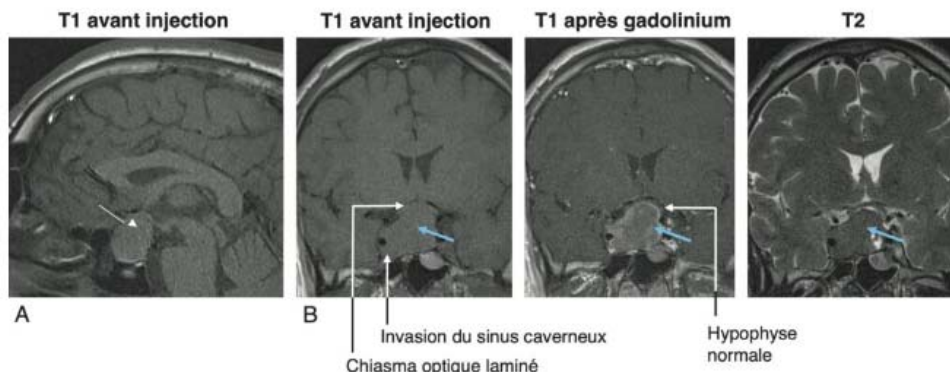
Macro-adénome hypophysaire vu par IRM. A : Coupe sagittale : T1 avant injection. B : Coupes coronales : T1 avant injection; T1 après injection de gadolinium, T2. L'adénome (flèche bleue) apparaît isointense au parenchyme cérébral en T1; après injection de gadolinium, il apparaît hypointense par rapport à l'hypophyse saine, comprimée par l'adénome et refoulée vers la gauche et plutôt hyperintense par rapport au parenchyme cérébral; en T2, l'adénome est iso-/hypointense par rapport au parenchyme cérébral. Le chiasma optique est refoulé, laminé par l'expansion suprasellaire de l'adénome. L'adénome envahit le sinus caverneux droit. [34]
